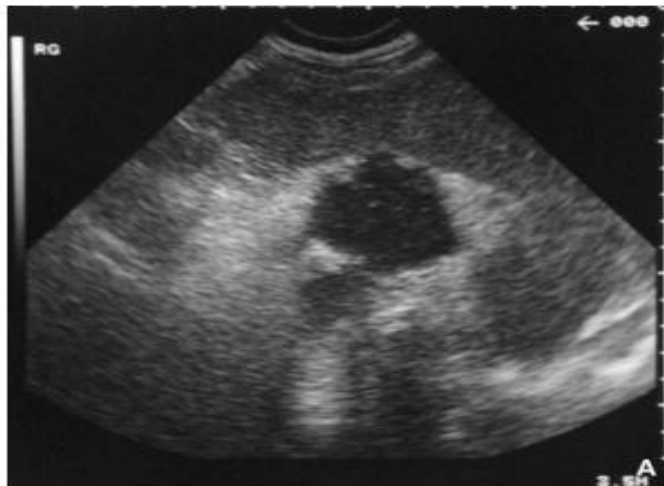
Lymphome surrealien : coupe échographique transversale passant par la rate montrant une masse hypoéchogène pseudoliquidienne, caractéristique de lymphome. [114]
